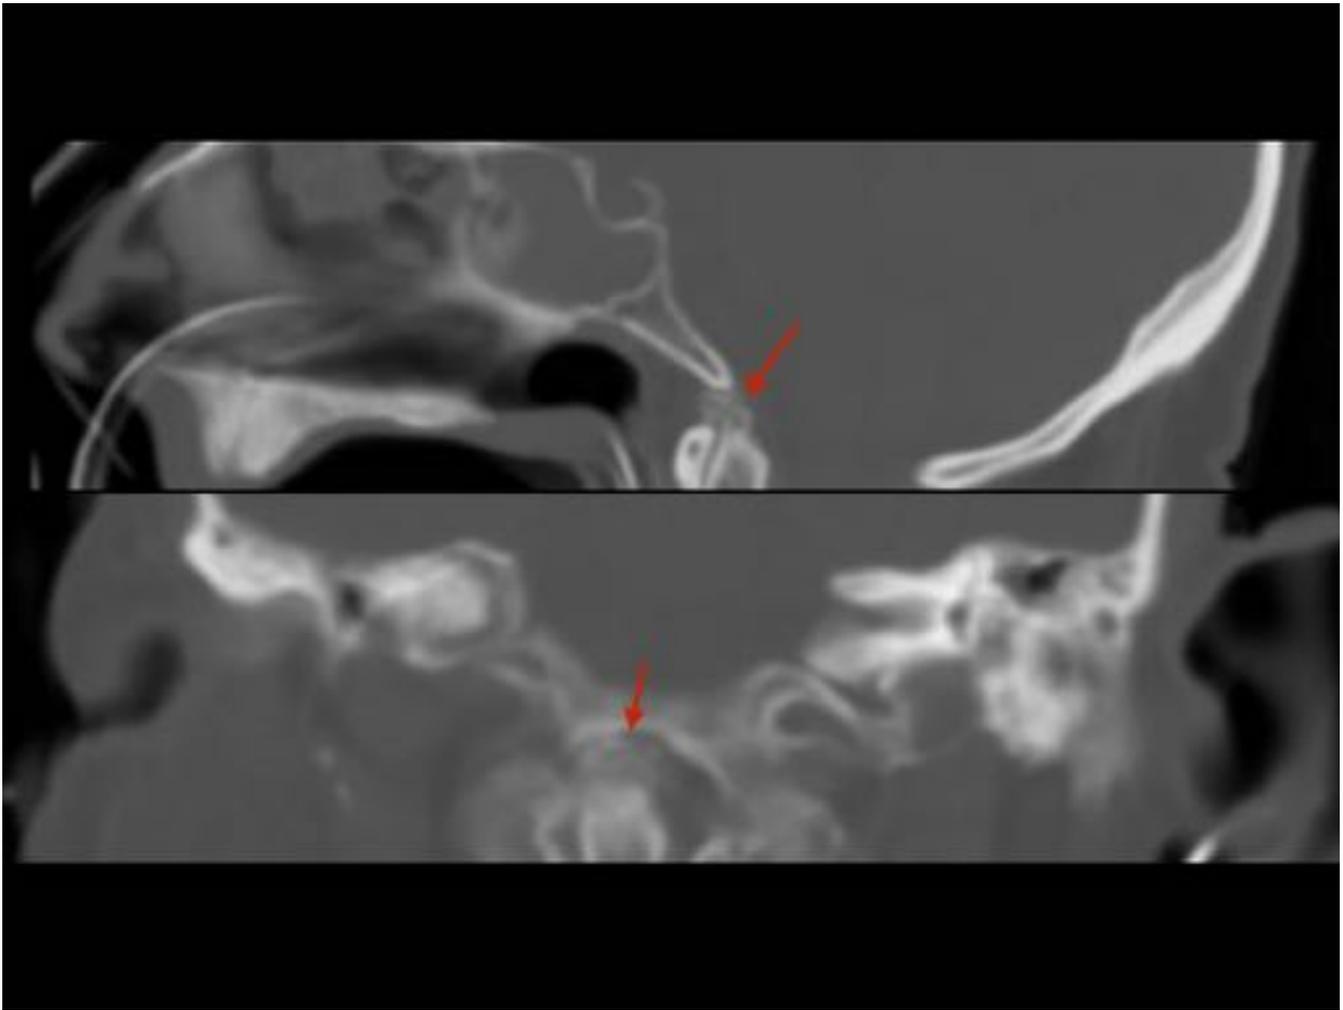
TC de cráneo sin contraste IV con artefacto de movimiento debido a la agitación del paciente, en proyección sagital y coronal, en un paciente con clínica neurológica y dolor cervical recurrente. Las imágenes muestran un halo calcificado alrededor de la apófisis odontoides, en relación con síndrome de apófisis odontoide coronada.
